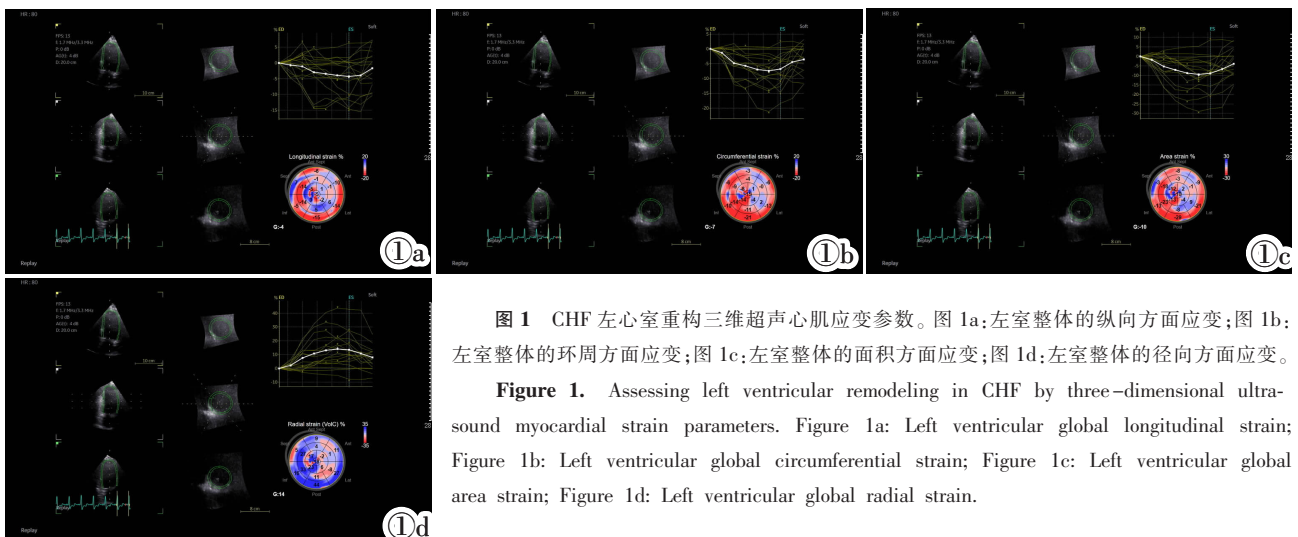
CHF 左心室重构三维超声心肌应变参数。图 1a:左室整体的纵向方面应变;图 1b:左室整体的环周方面应变;图 1c:左室整体的面积方面应变;图 1d:左室整体的径向方面应变。
